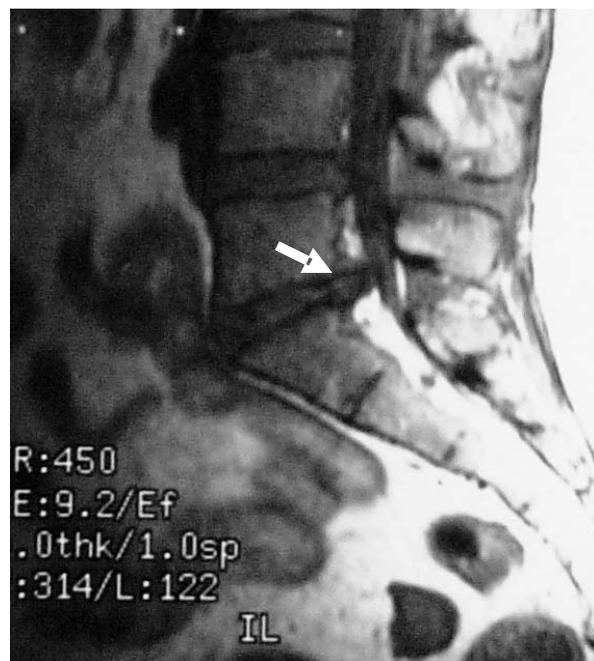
Corte sagital de ressonância magnética de coluna em flair, revelando protrusão discal entre L5 e S1 (seta)
